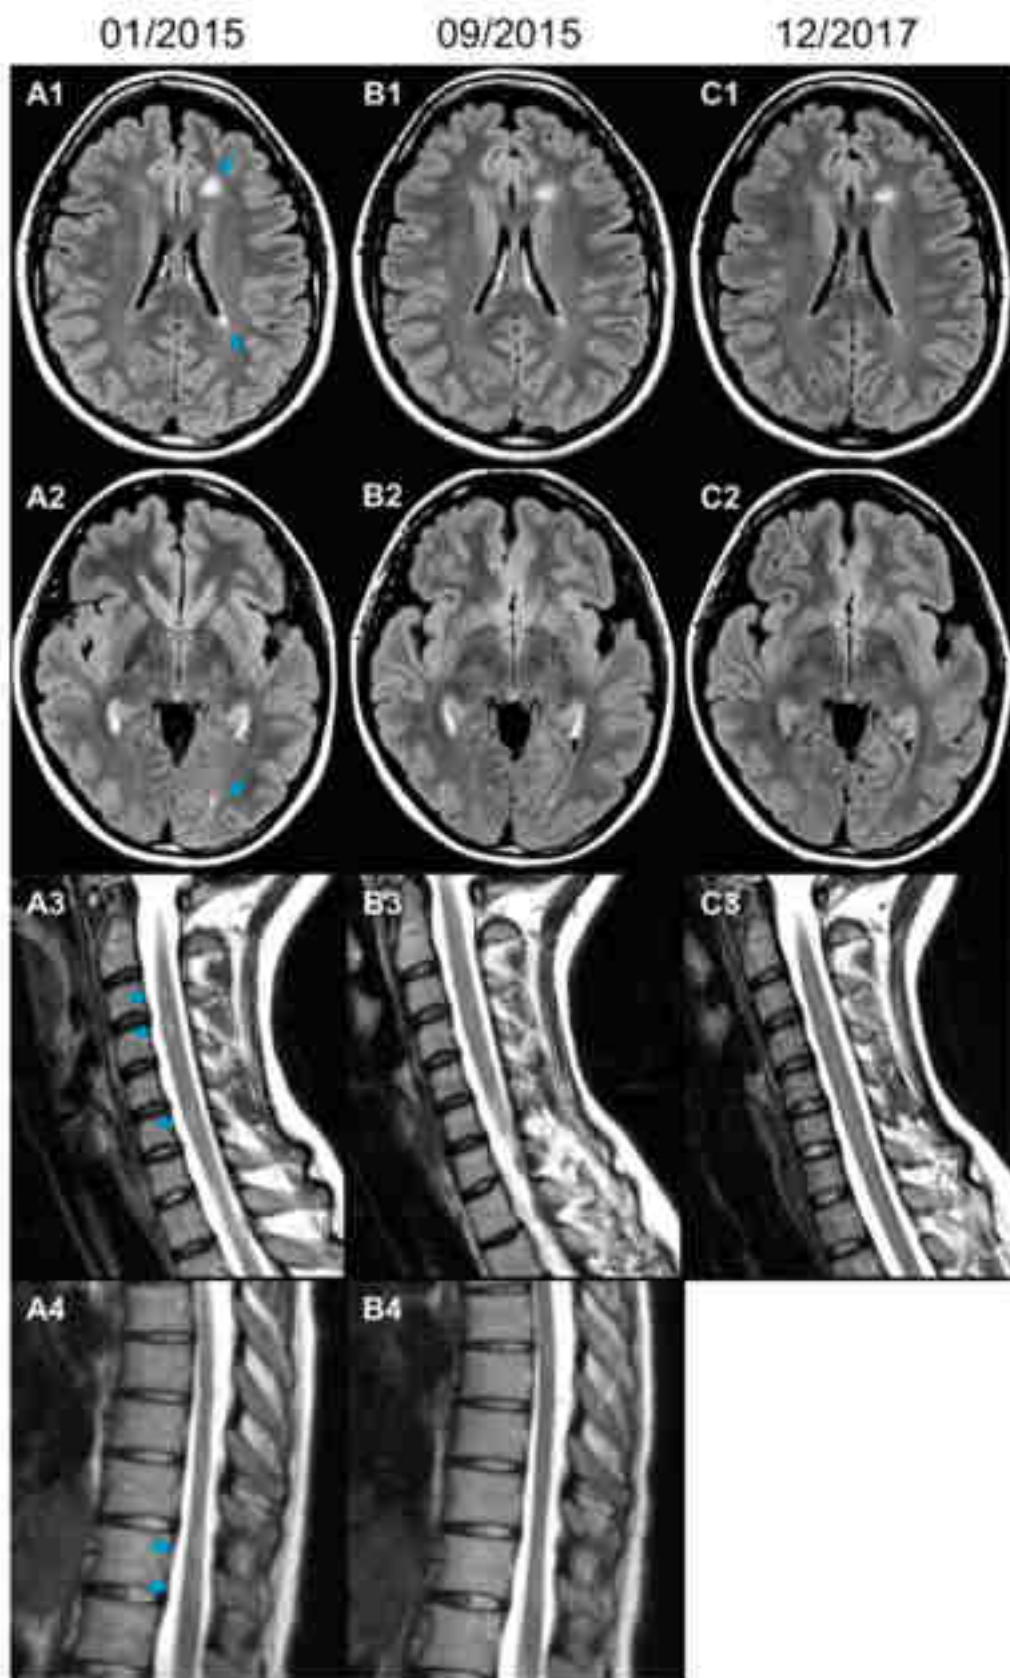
Images IRM axiales T2-FLAIR du cerveau (A1-C1, A2-C2). Immédiatement avant, 8,5 mois après et 35 mois après le début du traitement par Combivir. Images IRM sagittales pondérées en T2 de la moelle cervicale (A3-C3) et thoracique (A4, B4) avant et après le début du traitement par Combivir. L'IRM de la moelle thoracique à 35 mois n'a pas été réalisée. Toutes les imageries ont été réalisées sans contraste de gadolinium le 12/2017 en raison de l'absence de symptômes cliniques (61)
